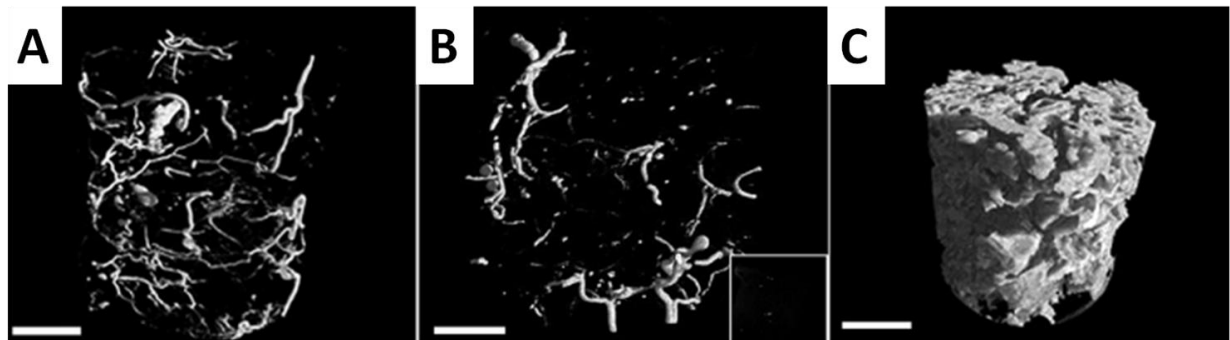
Analyse de la vascularisation au sein d'un biomatériau par microtomographie aux rayons X. D'après (221).
